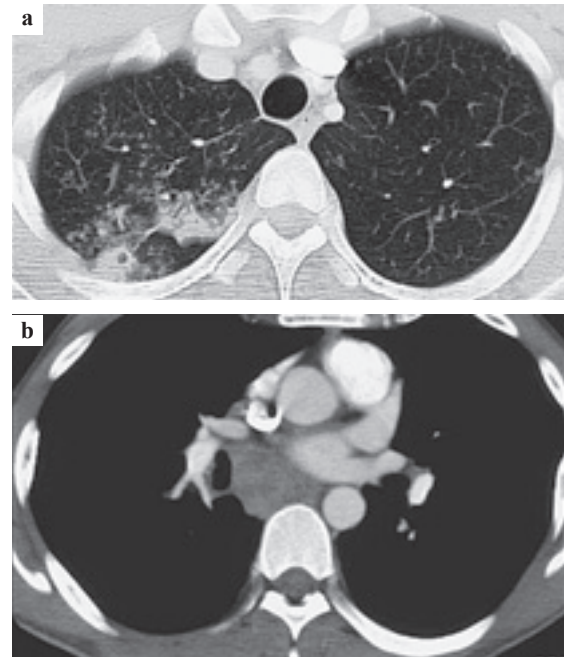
Chest CT showed a cavitary nodule, an ill-defined consolidation and small multiple nodules in the right upper lobe (a). Mediastinal lymphadenopathy (#7) was associated (b).
